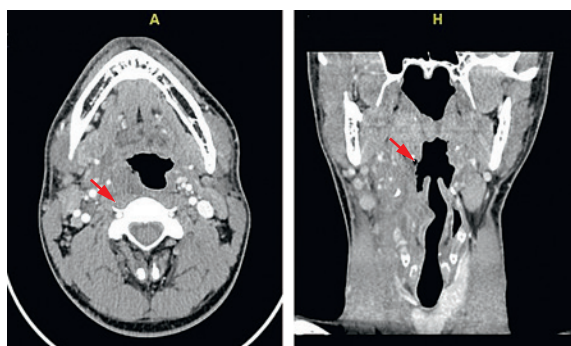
КТ шеи с контрастным усилением перед операцией
